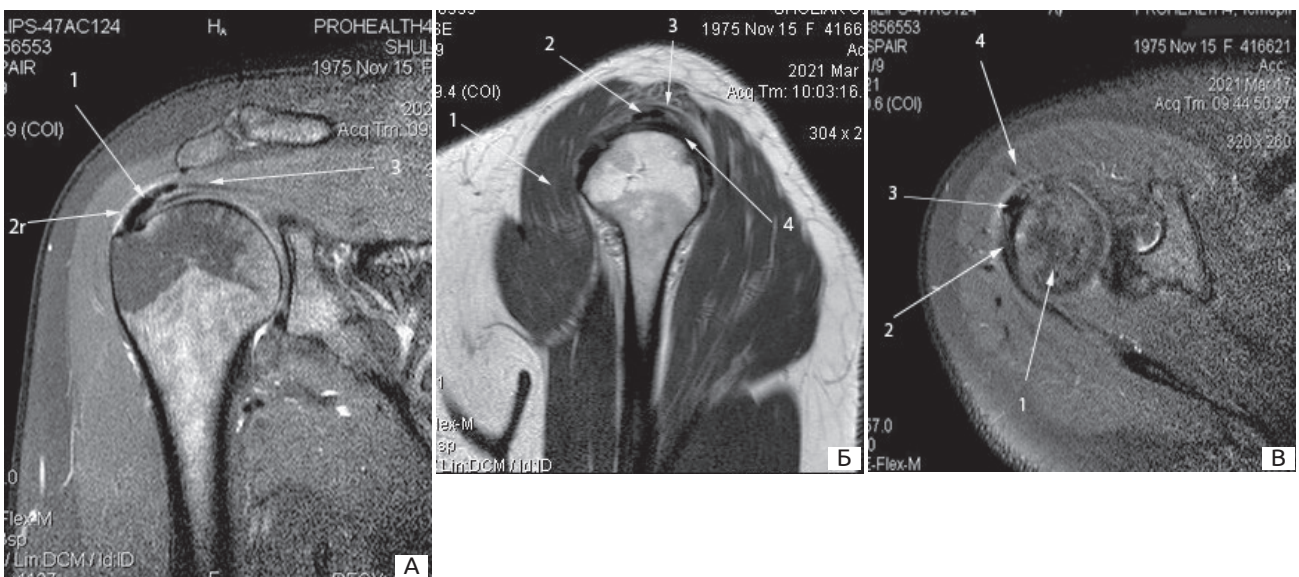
МРТ скани плечового суглоба при кальцифікуючому тендініті: А – фронтальна площина: 1 – відкладення гідроксиапатиту кальцію в сухожилля надостьового м'яза; 2 – піддельтоподібна bursa; 3 – надостьовий м'яз. Б – сагітальна проекція: 1 – дельтоподібний м'яз; 2 – відкладення гідроксиапатиту кальцію в сухожилля надостьового м'яза; 3 – піддельтоподібна bursa; 4 – сухожилок підостьового м'яза. В – аксіальна проекція: 1 – головка плечової кістки; 2 – сухожилок підостьового м'яза; 3 – відкладення гідроксиапатиту кальцію в сухожилля надостьового м'яза; 4 – дельтоподібний м'яз.
